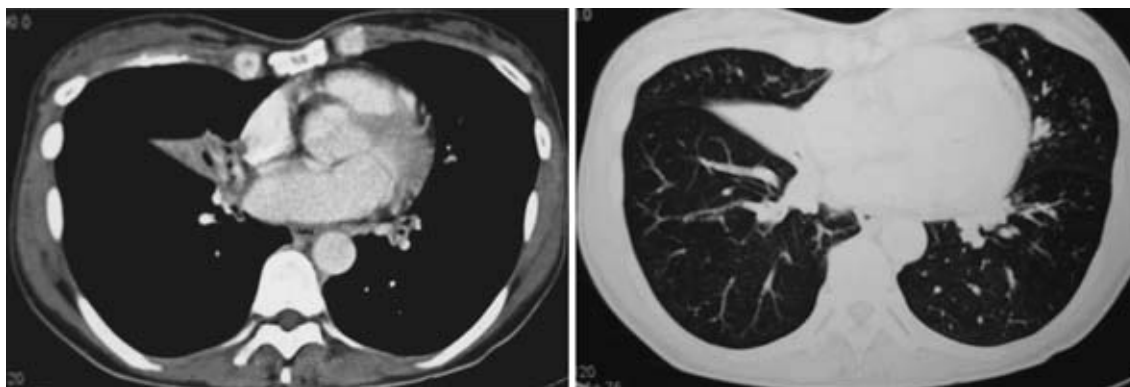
Chest CT on the first admission showing atelectasis of right middle lobe.
